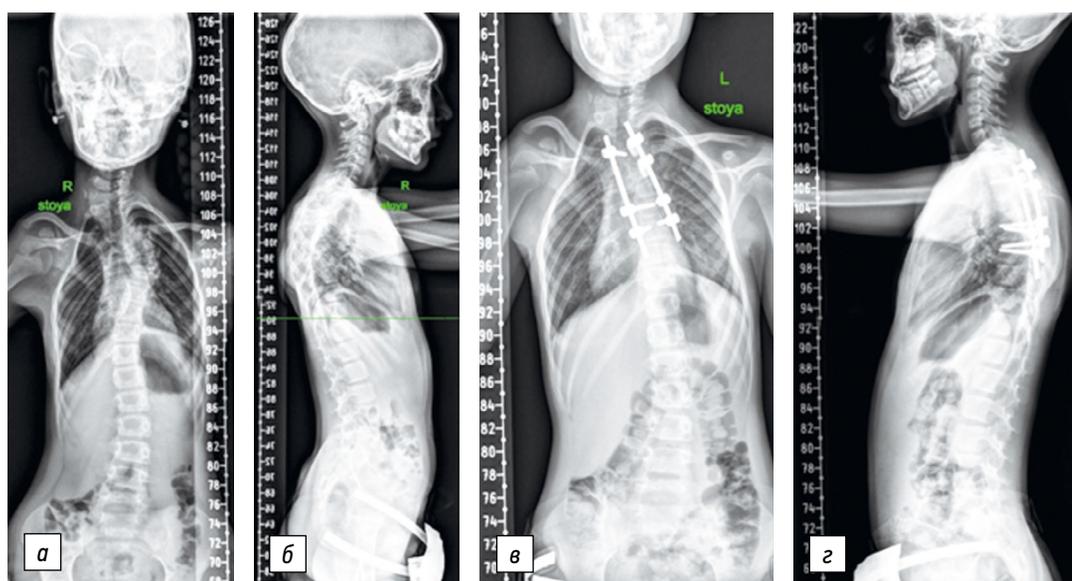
Панорамная рентгенограмма позвоночника в прямой и боковой проекциях до (а, б) и после (в, з) операции. Пациентка, 9 лет, после корригирующей клиновидной вертебротомии с коррекцией и стабилизацией деформации позвоночника многоопорной корригирующей системой
